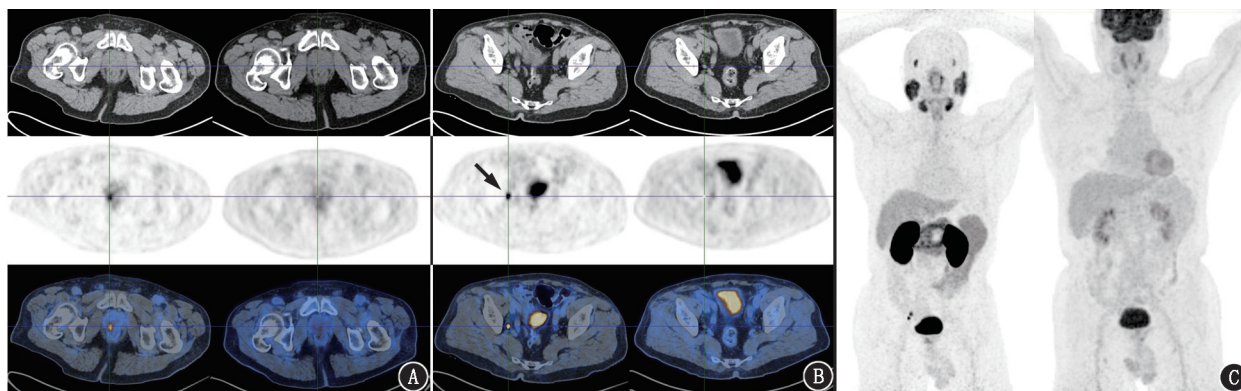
前列腺癌患者(74岁)PET/CT显像图[A~C各图左侧为 ^{68}Ga -前列腺特异膜抗原(PSMA)-11 PET/CT显像,右侧为 ^{18}F -脱氧葡萄糖(FDG)PET/CT显像]。A. ^{68}Ga -PSMA-11 PET/CT显像示前列腺体积增大,腺体右侧见局灶性 PSMA 摄取异常增高影,最大标准摄取值(SUV_{max}) 7.3; ^{18}F -FDG PET/CT显像代谢未见异常增高;B. ^{68}Ga -PSMA-11 PET/CT显像示右侧髂内外血管旁见 2 枚淋巴结影,较大者约 8 mm×6 mm(箭头示),PSMA 摄取异常增高, SUV_{max} 为 14.1~19.7; ^{18}F -FDG 代谢未见异常增高;C. ^{68}Ga -PSMA-11 PET/CT 最大密度投影(MIP)图可见前列腺局部及右侧髂血管旁淋巴结明显放射性浓聚灶, ^{18}F -FDG PET/CT MIP 图未见明显放射性异常浓聚灶
